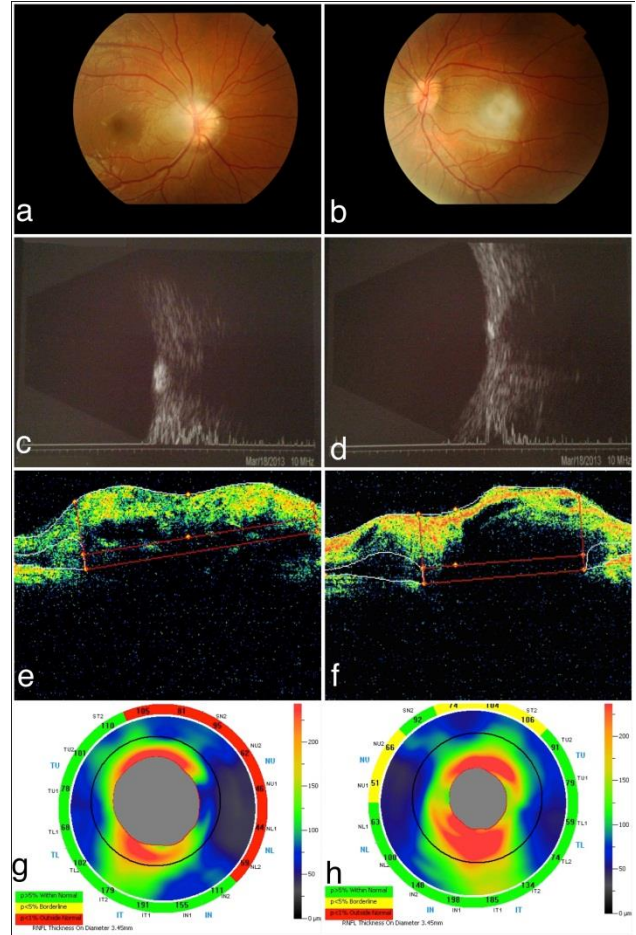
2.Olgu her iki gözün fundus fotoğrafı, USG ve OKT görüntüleri (a,b,c,d,e,f,g,h).
